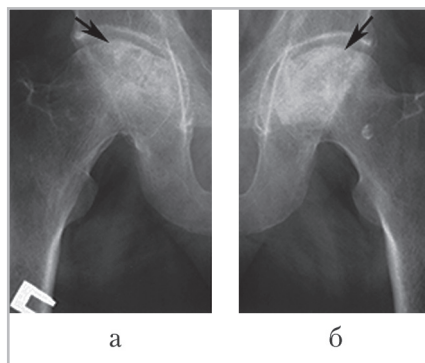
Рентгенограммы тазобедренных суставов пациента М., 30 лет, с ревматоидным артритом, продолжительность заболевания 5 лет: отмечается уплощение головок правой (*а*) и левой (*б*) бедренных костей с локальным вдавлением в месте участков некроза (3-я стадия) (*стрелки*)
